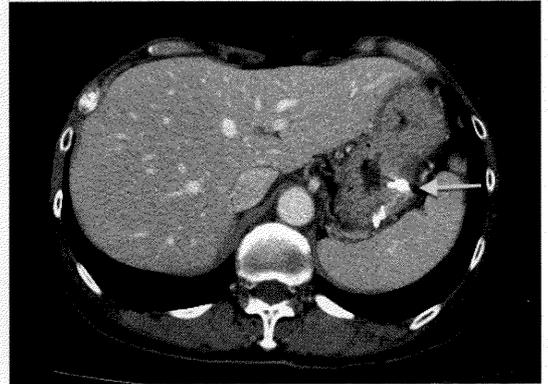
腹部造影CT：原発巣は指摘できなかった。胃体上部にESD時に穿孔予防のために使用したクリップを認めた(矢印)。胃周囲に脾門部を含め明らかなリンパ節腫大は認めなかった。
